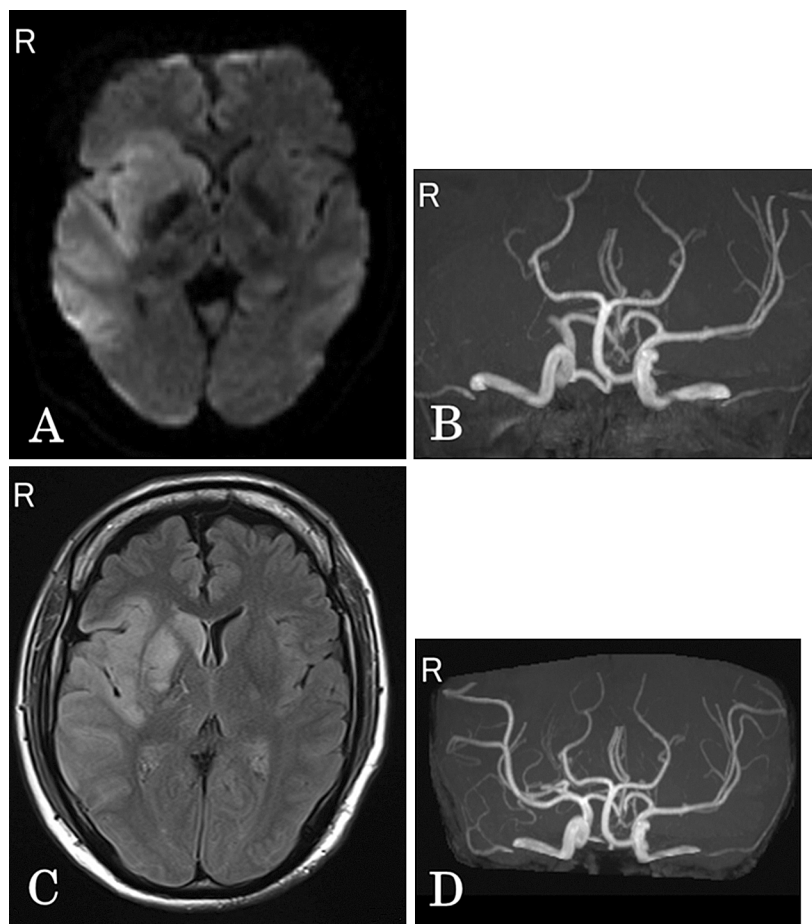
Brain MRI and MRA findings of the patient 1.
